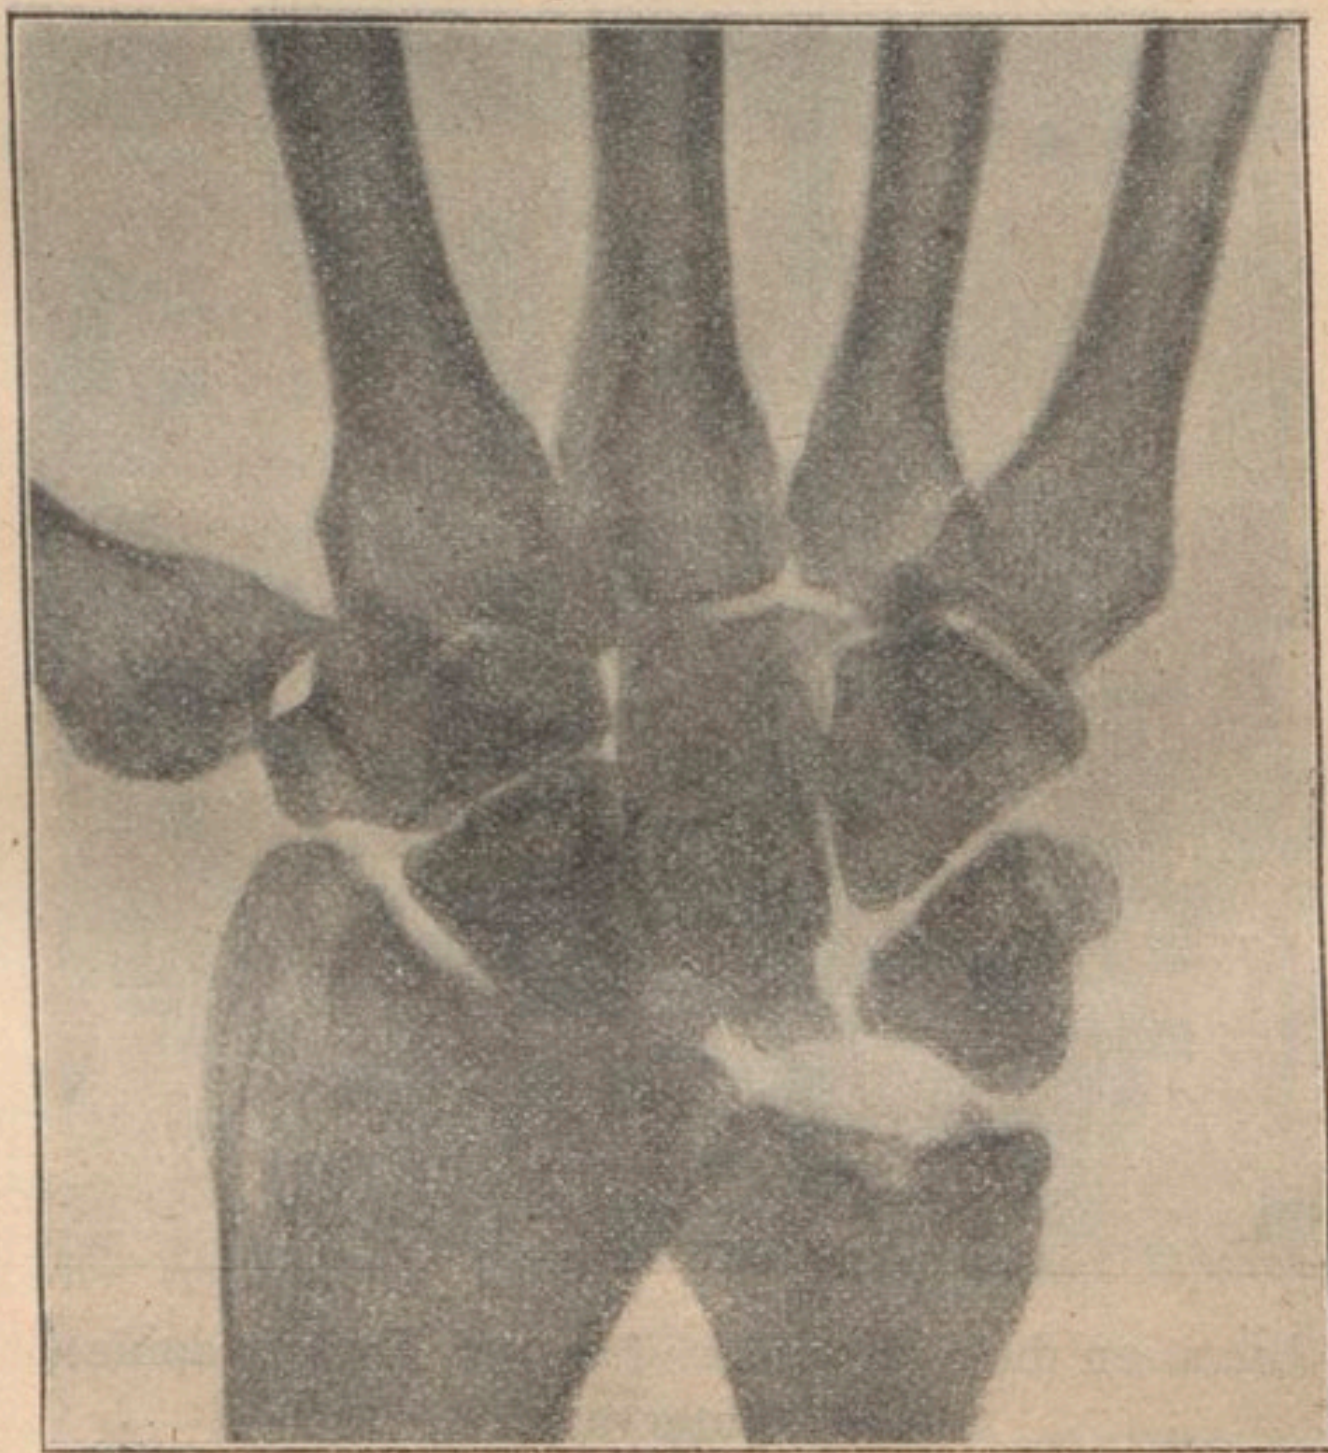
Luxation du semi-lunaire fracturé. Radiographie de face.
